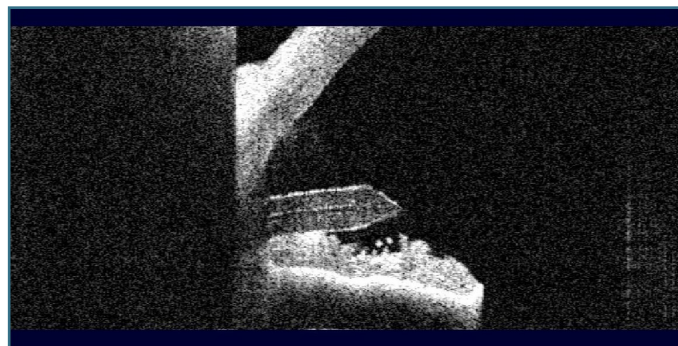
Tomografía de coherencia óptica de segmento anterior en el que se observa el correcto posicionamiento del Preserflo™ en plano de iris.
